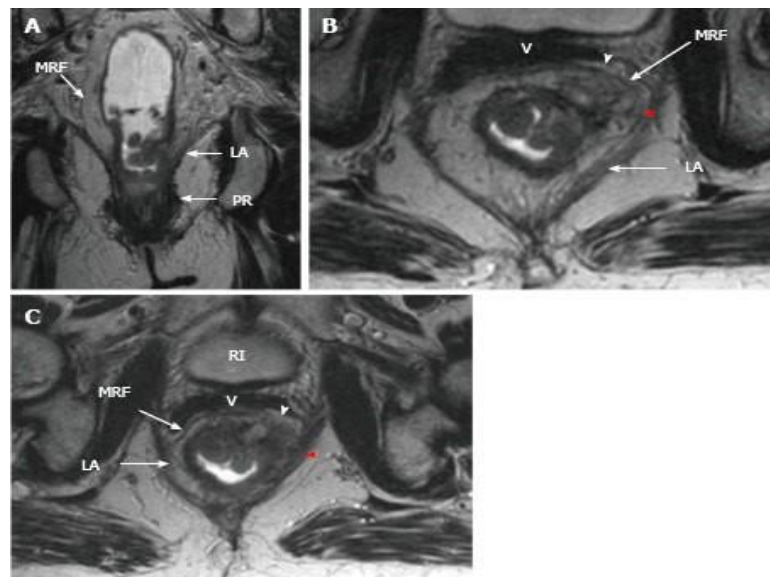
Séquences IRM pondérées T2 axiale (A) et coronale (B, C) d'un cancer du bas rectum stade 4 montrant l'invasion du releveur de l'anus (pointes de flèche rouges) et du fascia méso rectal (pointe de flèche blanche). LA : releveur de l'anus ; PR : Pubo-rectal ; MRF : fascia méso rectal ; BL : vessie ; V : Vagin (105)
